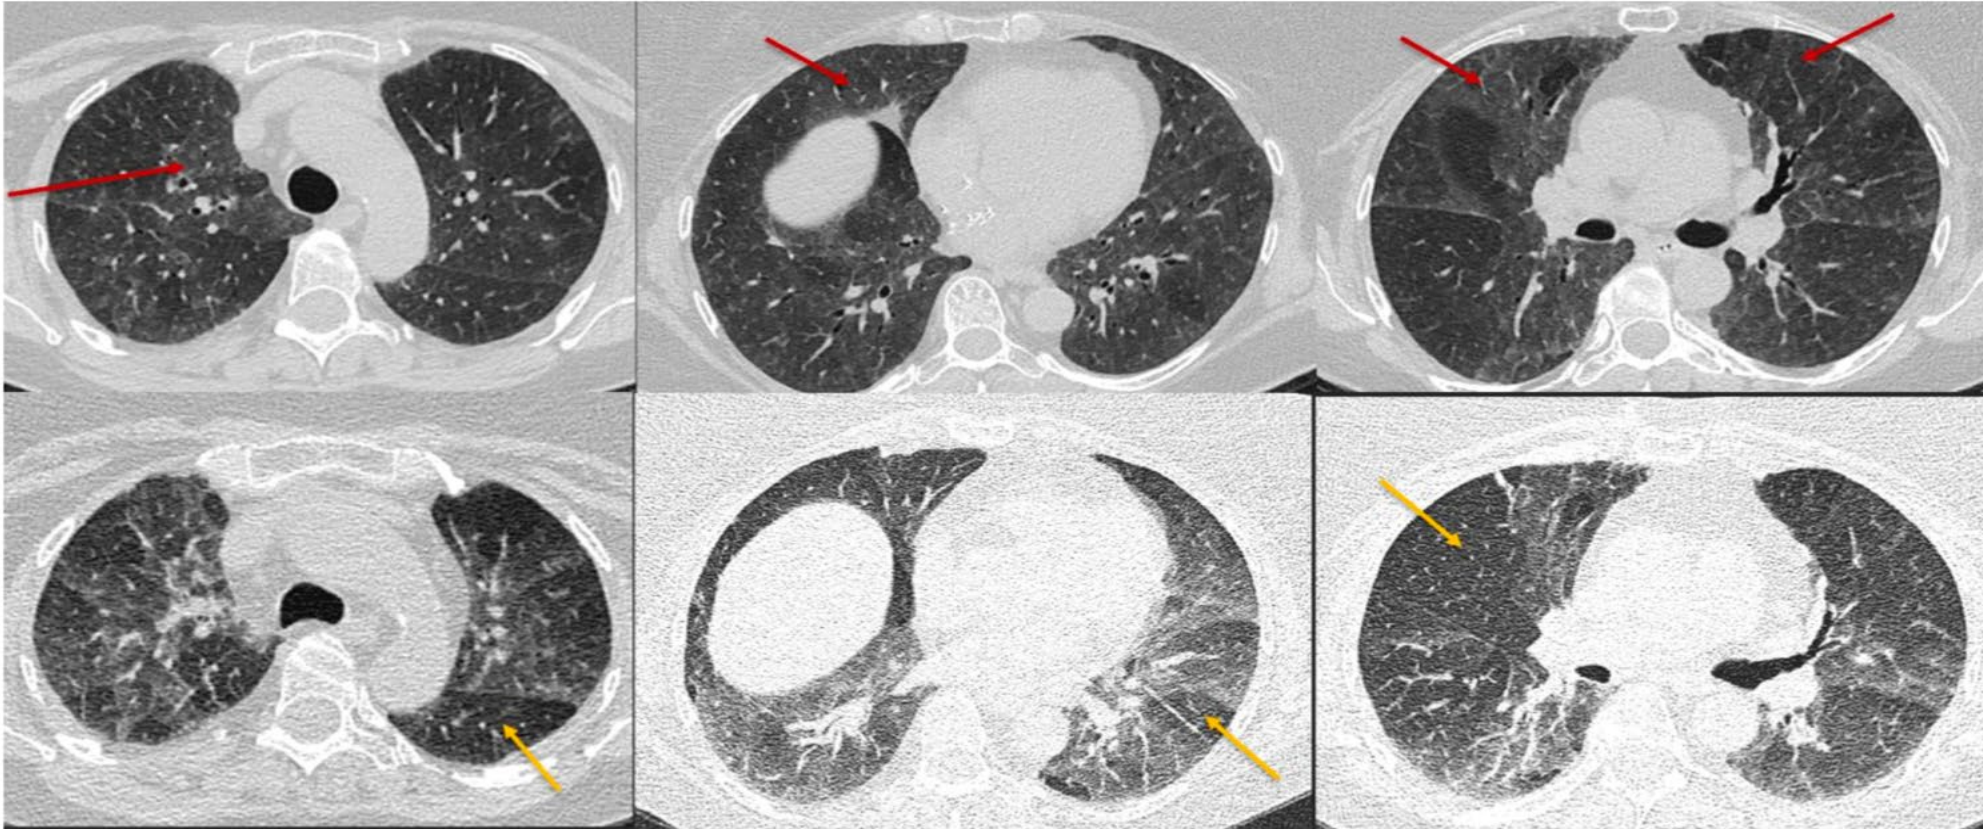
Typical non-fibrotic HP. Inspiratory phase CT (top row) shows ground glass opacities (red arrows) and expiratory phase CT (bottom row) shows air trapping (yellow arrows). Note the diffuse axial and craniocaudal distribution.
